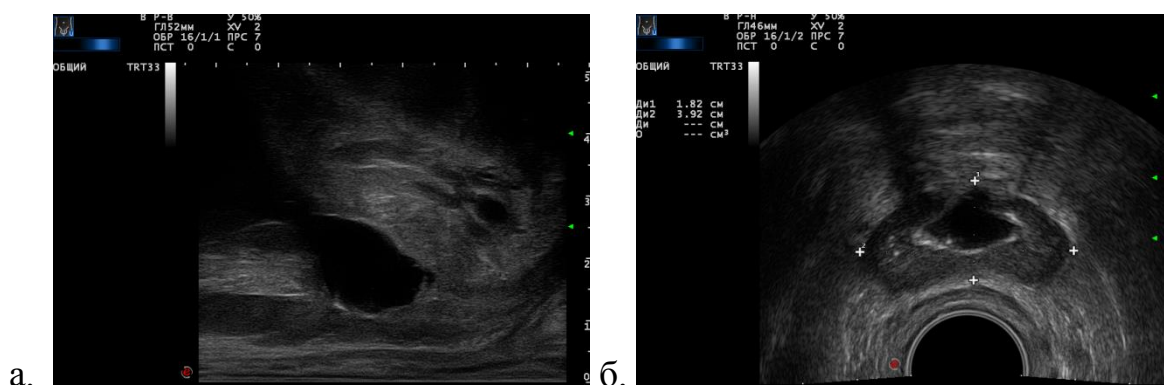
ТРУЗИ предстательной железы с ТУР-дефектом через год после HDR-БТ. а – сагиттальный срез. б – фронтальный срез.
